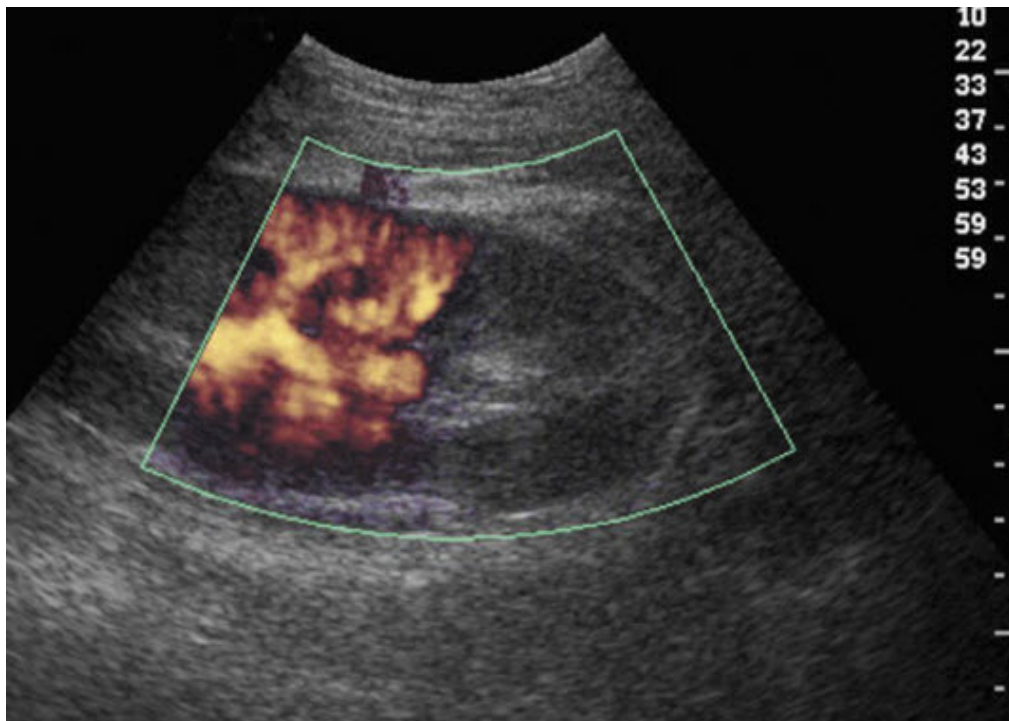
Evidenza *power* Doppler di infarto renale polare inferiore (casistica personale).
